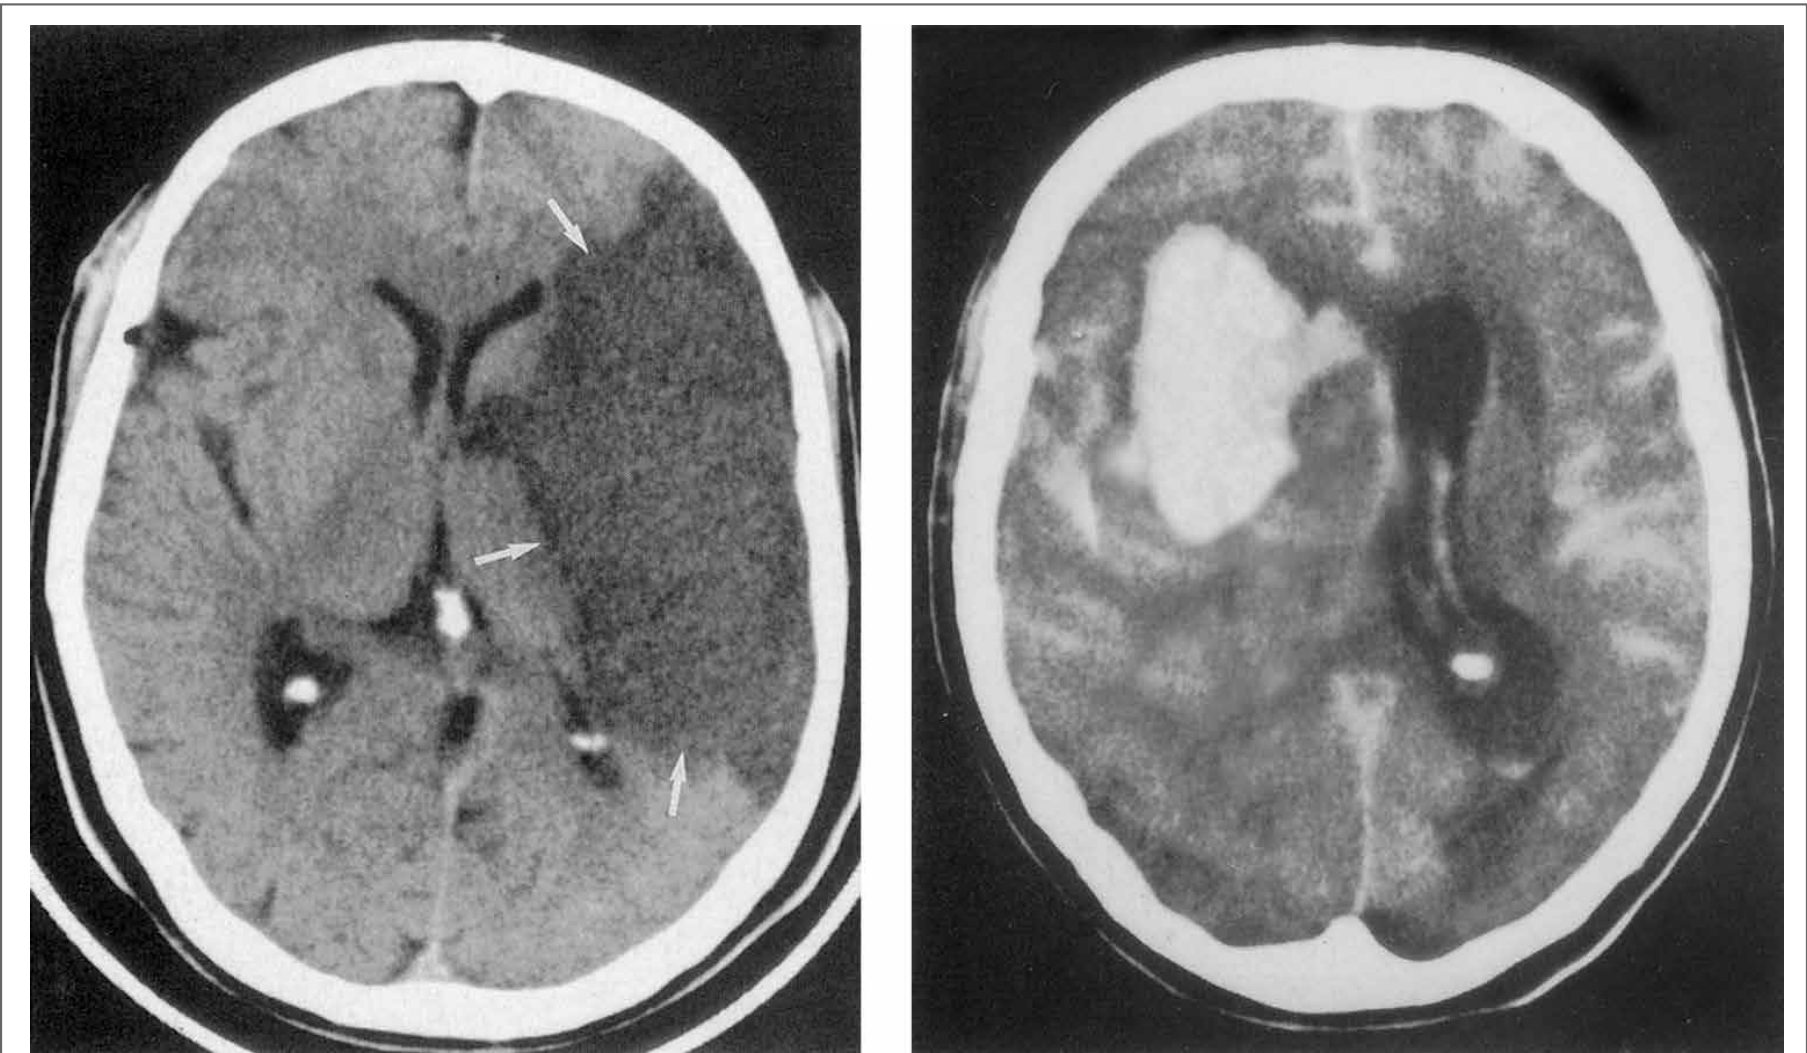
Tomografia computadorizada sem contraste no AVE. No lado esquerdo, temos um AVE isquêmico, caracterizado por uma área hipodensa na TC – esta imagem só aparece após 48-72h do início dos sintomas. No lado direito, temos um AVE hemorrágico intraparenquimatoso, caracterizado por uma área hiperdensa (“branca”) na TC.
